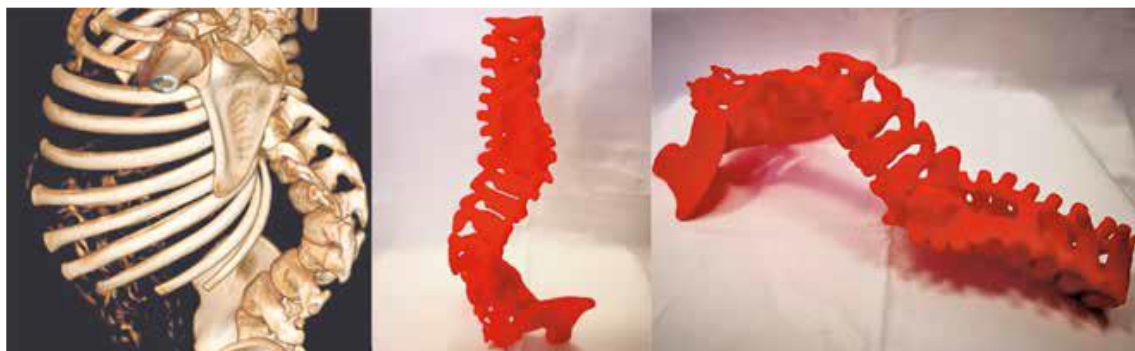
Пример трехмерной модели позвоночника (в центре и справа), построенной на основе КТ (слева).
